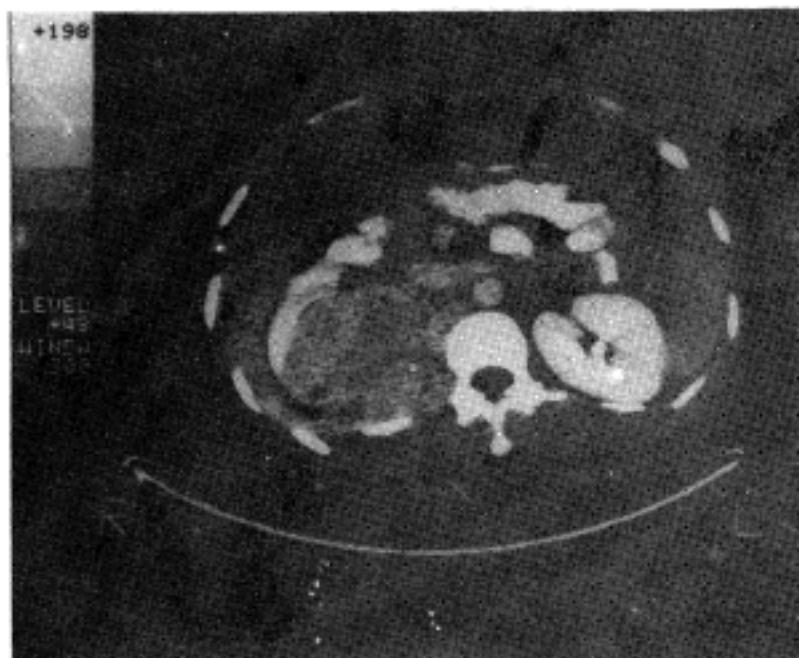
Abdominal CT scan showing in the right upper kidney a huge solid mass density that involves to the posterior pararenal space
